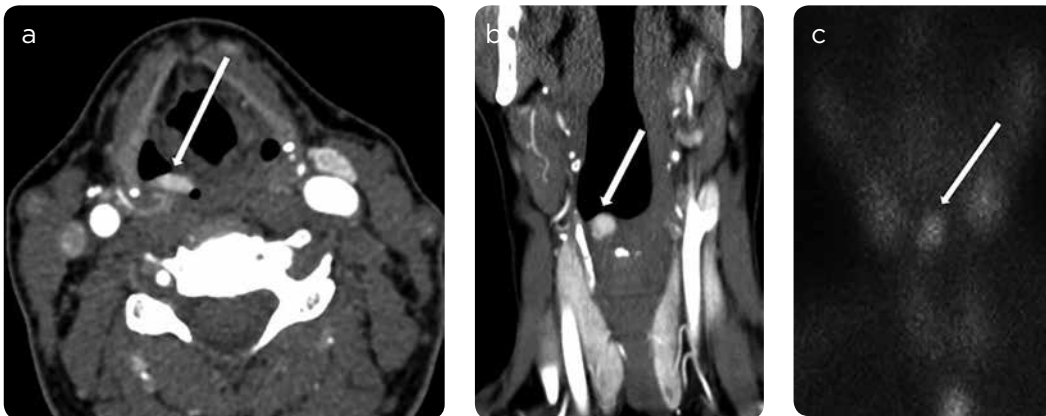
Adenoma paratiroideo en el seno piriforme. a) TC poscontraste axial y b) coronal, muestra un adenoma paratiroideo ectópico localizado en el seno piriforme derecho, confirmado en la imagen coronal estática tardía de SPECT (c).
